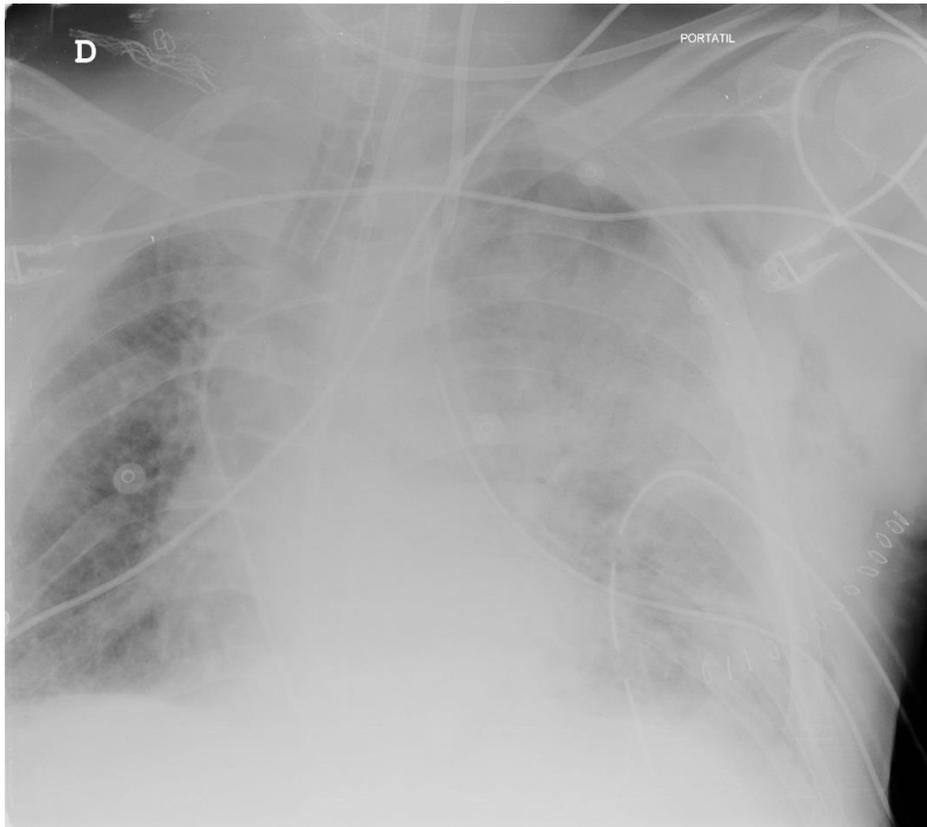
Ejemplo de infiltrados alveolares en una radiografía de tórax compatibles con DPI (Hospital Universitario Marqués de Valdecilla de Santander)
